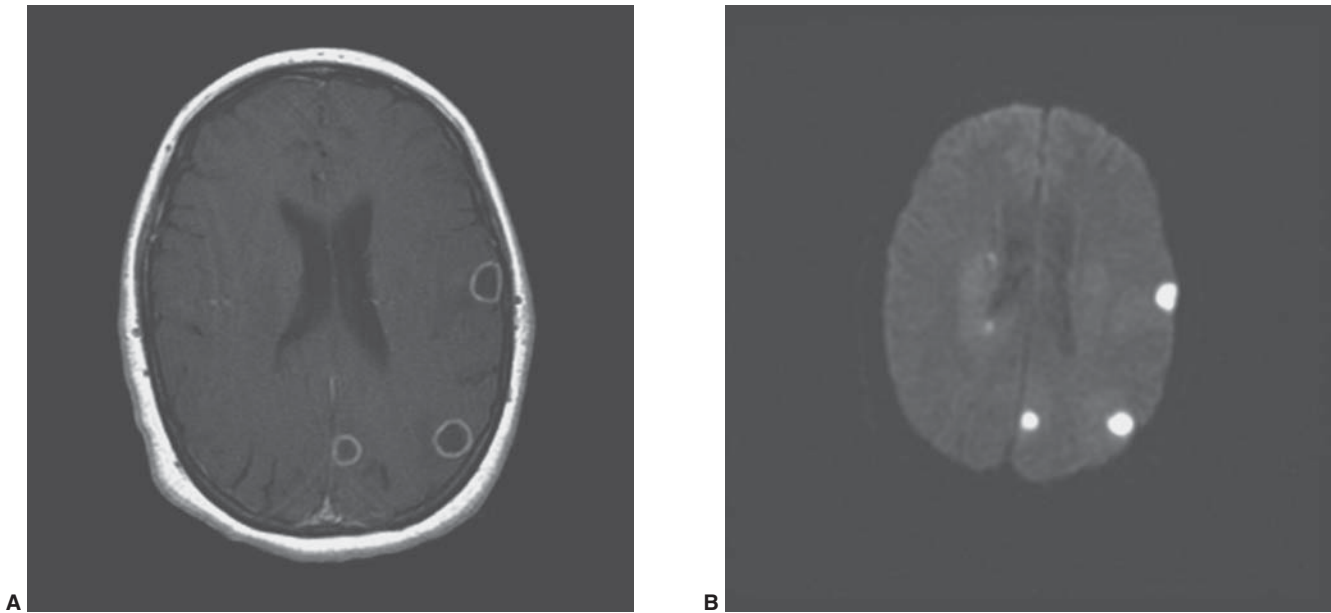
Imágenes por resonancia magnética (IRM) en una paciente con antecedentes de cáncer de mama quien consultó por cefalea y hemiparesia izquierda. A) Imágenes en T1 que muestran múltiples lesiones cerebrales que toman el medio de contraste en la periferia. B) Imágenes por difusión que muestran restricción en el área afectada. Una de las lesiones fue resecada y se confirmó el diagnóstico de abscesos cerebrales.
